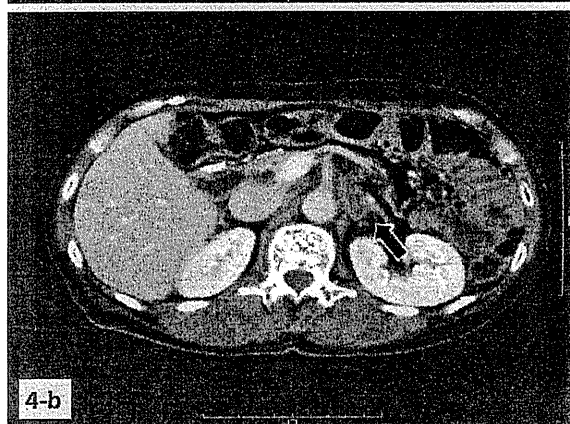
(a) Abdominal enhanced CT showing PAN swelling at the celiac trunk. (b) Swollen lymph node shrinkage due to chemotherapy (PR).
